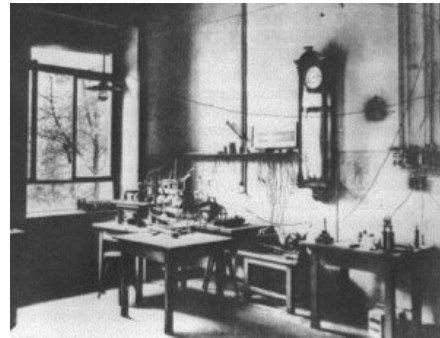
Laboratorio de experimentación de Röntgen
